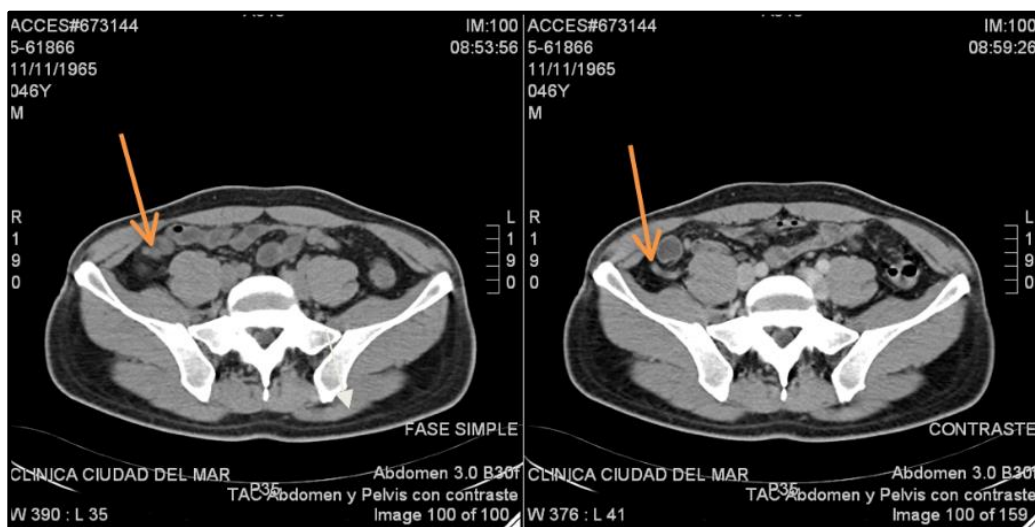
Imágenes de TC de abdomen y pelvis con contraste que muestran discreto realce parietal apendicular (flechas).
